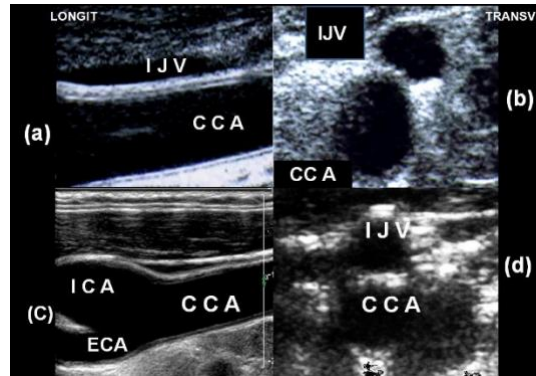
颈总动脉的三维超声成像。纵切面和横切面可准确定义全程动脉粥样硬化负荷。
